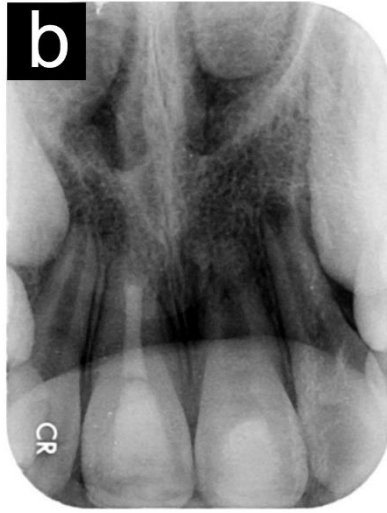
Measurements of radiographic images. (a) Root length: perpendicular line from the end of the root on the mesial and distal side to an imaginary line connecting both cemento enamel junctions; (b) Root width (dotted line) and pulp space (full line) at the apical, middle and cervical third; (c) Apical diameter; (d) MTA placement from the apex.
